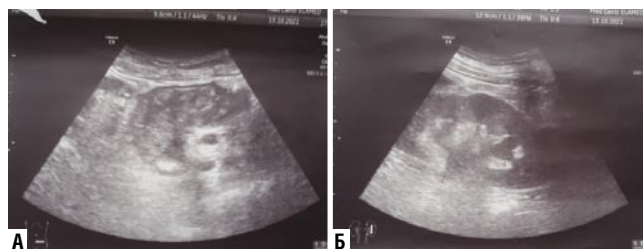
УЗИ опухоль сигмовидной кишки: А — в проекции сигмовидной кишки гипохогенное образование 68 на 29 мм с неровным контуром, с неоднородной структурой; Б — эта же больная — лоханка левой почки расширена до 28 на 17 мм.
